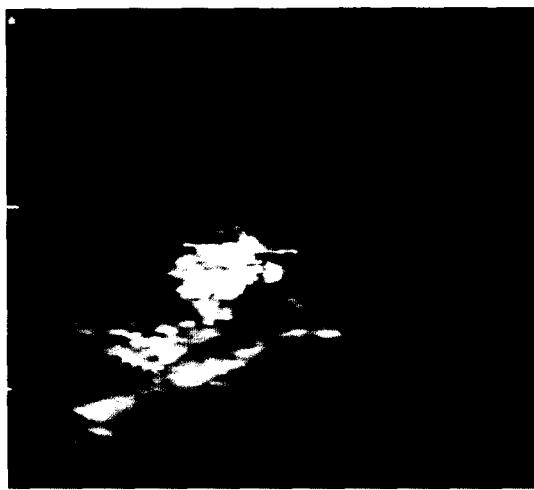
Preoperative abdominal sonography
